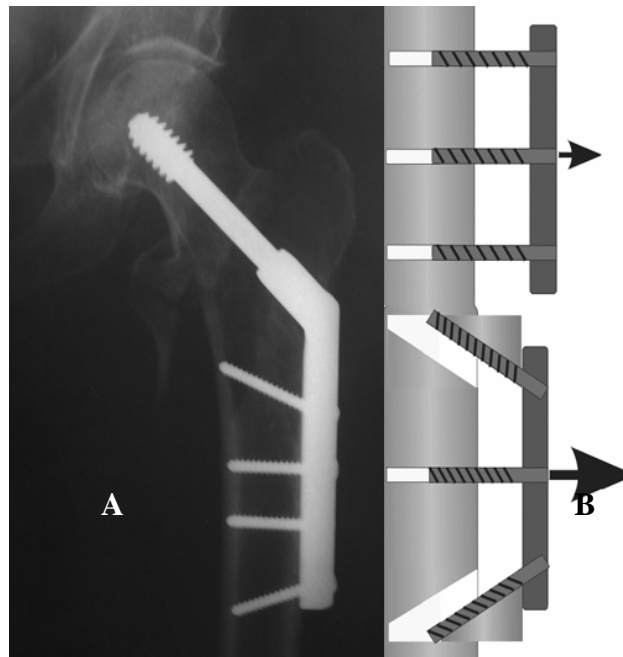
A . Radiografía anteroposterior del resultado final.
